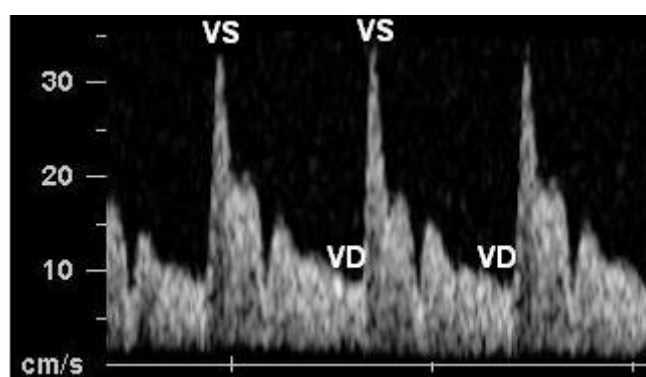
Sonograma da onda de velocidade de fluxo da artéria oftálmica. VS: velocidade sistólica máxima, VD: velocidade diastólica final.
